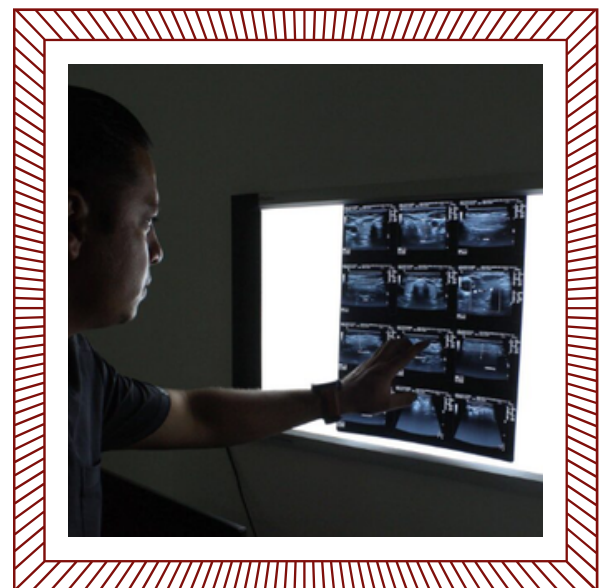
Importancia del Diagnóstico Correcto en Ultrasonido
